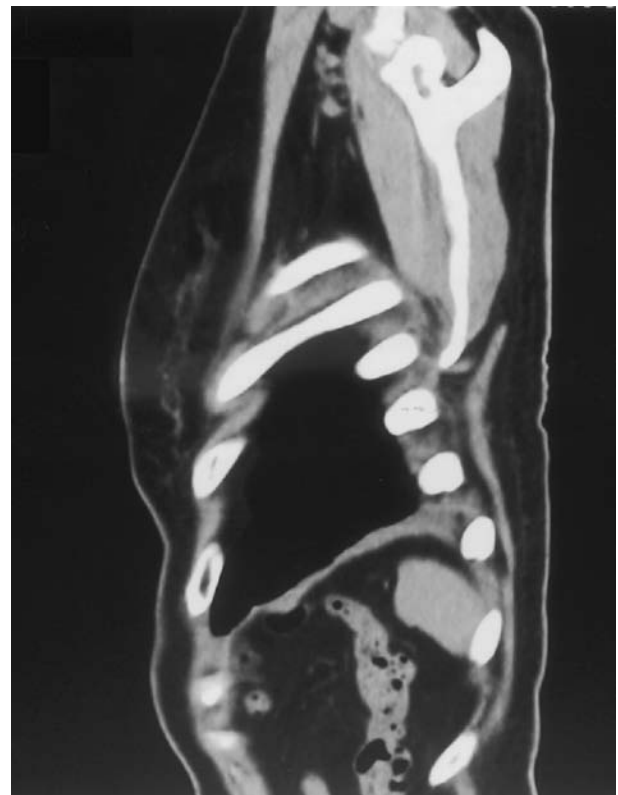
CT sagittal section showing the pleural thickening at the left diaphragmatic level.
